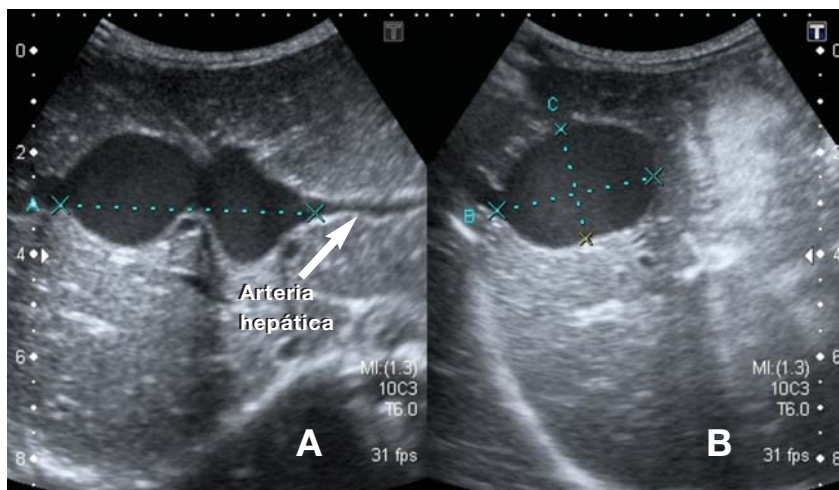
Ecografía abdominal, corte transversal (A) y longitudinal (B) a nivel del hilio hepático.
